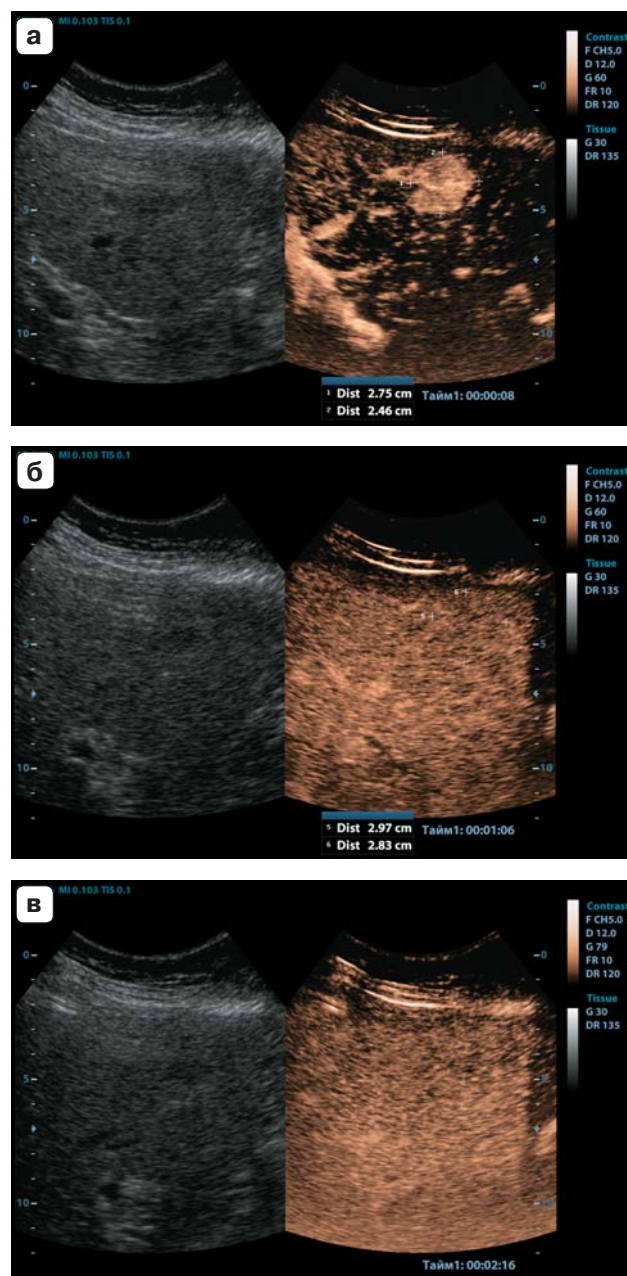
КУУЗИ печени. Высокотифференцированный гепатоцеллюлярный рак. Однородное гиперконтрастирование образования в артериальную фазу (а), изоконтрастирование в портальную (б) и позднюю (в) фазы. Собственное наблюдение.
